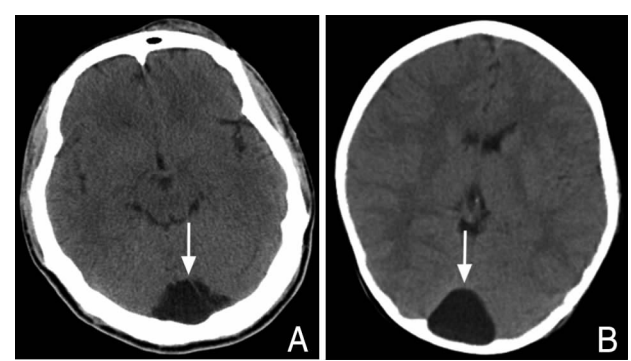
CT扫描结果 A、B分别为父亲和儿子的CT扫描图。后颅窝中线区可见梯形或椭圆形低密度区,边缘清楚。
